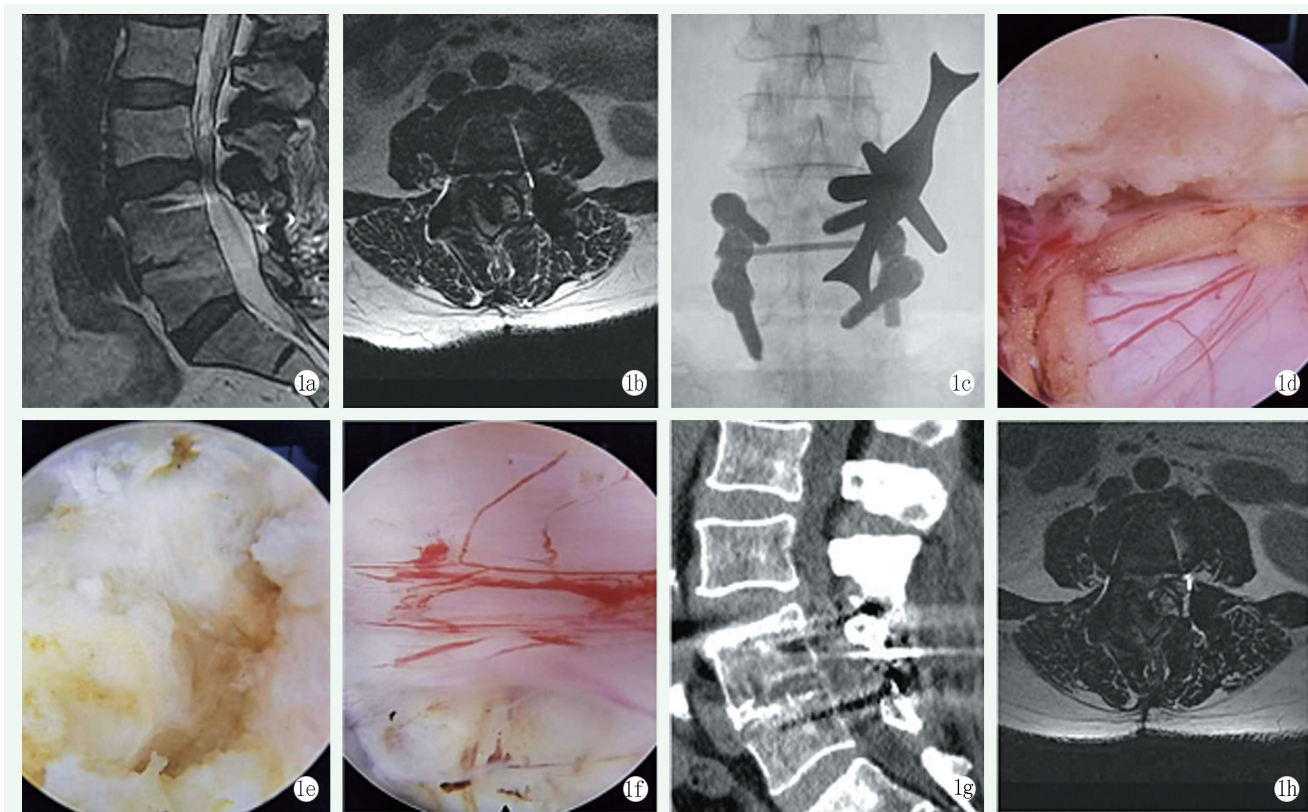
患者，女，61 岁，6 年前因 L<sub>4/5</sub> 椎管狭窄行 PLIF，再次出现下肢根性疼痛，诊断为邻椎病，行后路内镜减压治疗 1a, 1b: 术前腰椎 MRI 显示 L<sub>3/4</sub> 节段椎管及侧隐窝狭窄，椎间盘膨出，黄韧带肥厚 1c: 建立内镜工作通道 1d: 咬除肥厚黄韧带，显露受压硬膜囊 1e: 转动工作套管，显露变性突出的髓核 1f: 减压完成后见硬膜囊表面血管充盈 1g, 1h: 末次随访时腰椎 CT 和 MRI 示减压效果良好，未见复发
